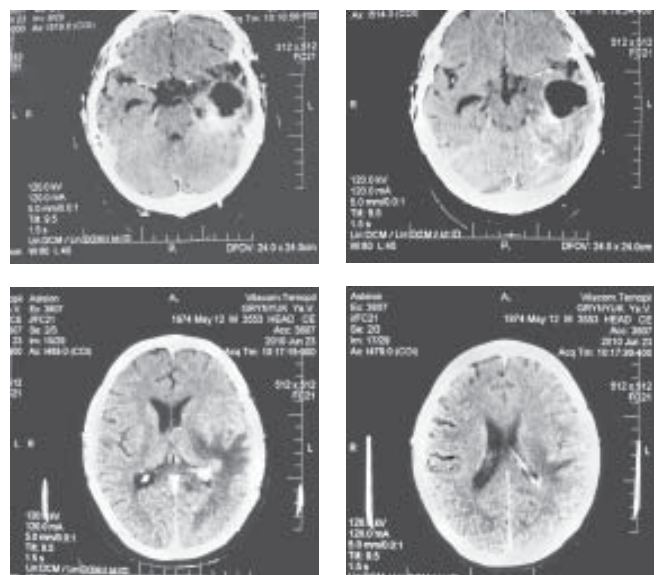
КТ через 7 міс. після операції
